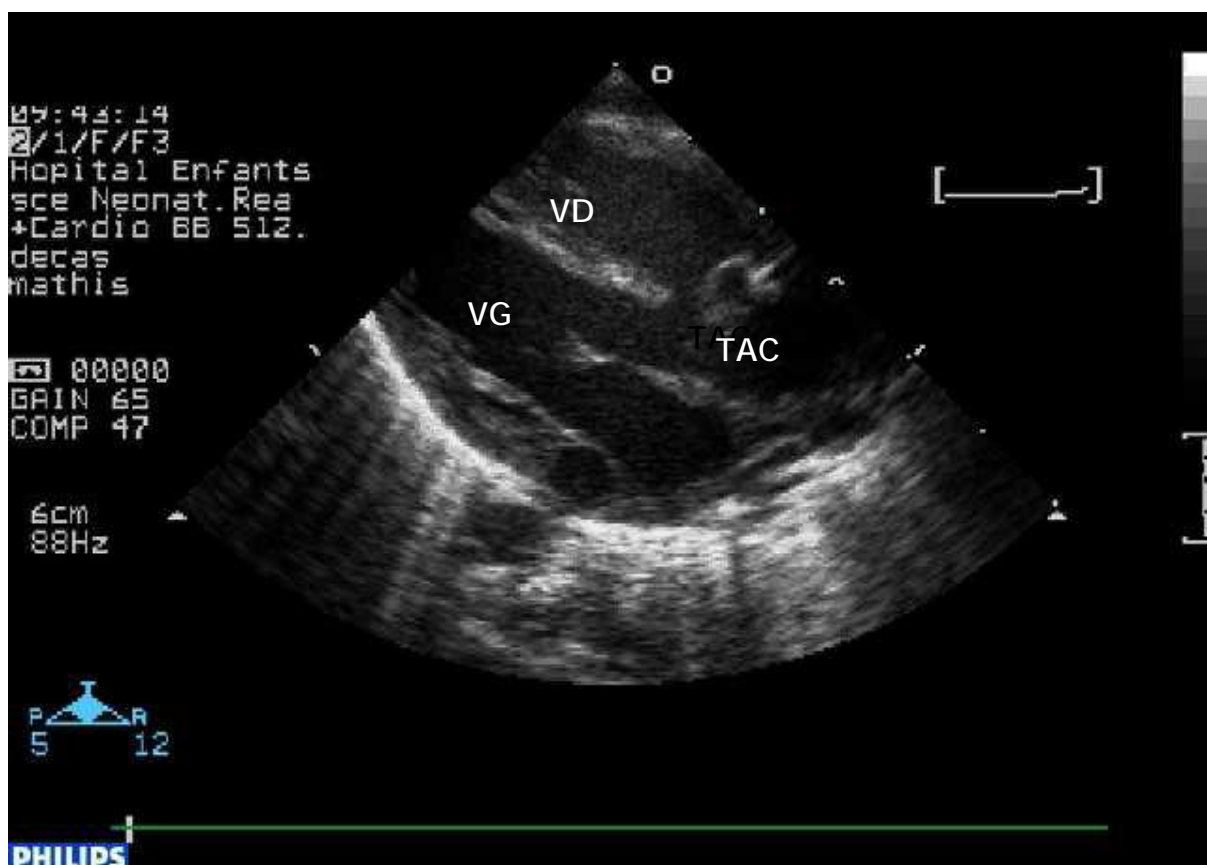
montre en coupe parasternale petit axe le tronc artériel commun chevauchant les deux ventricules
